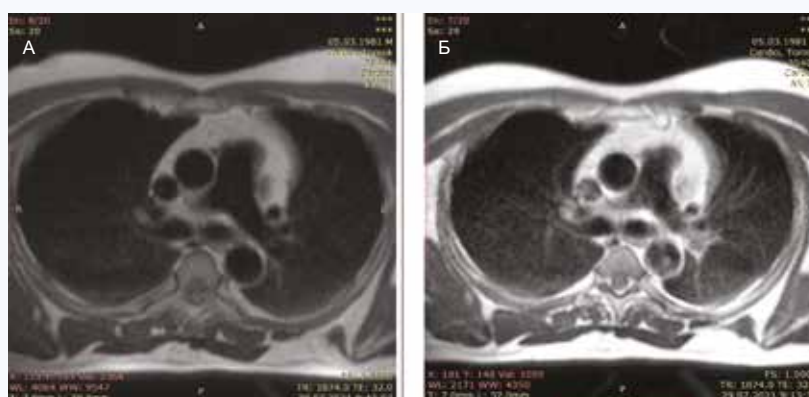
МРТ органов грудной клетки в Т1-ВИ до (А, справа) и после (Б, слева) парамагнитного контрастного усиления. Визуализируется интенсивное диффузное накопление в области легочных полей, преимущественно в задних отделах обоих легких, а также интенсивное контрастное усиление аортальной стенки как в восходящем, так и в нисходящем колена грудной аорты
